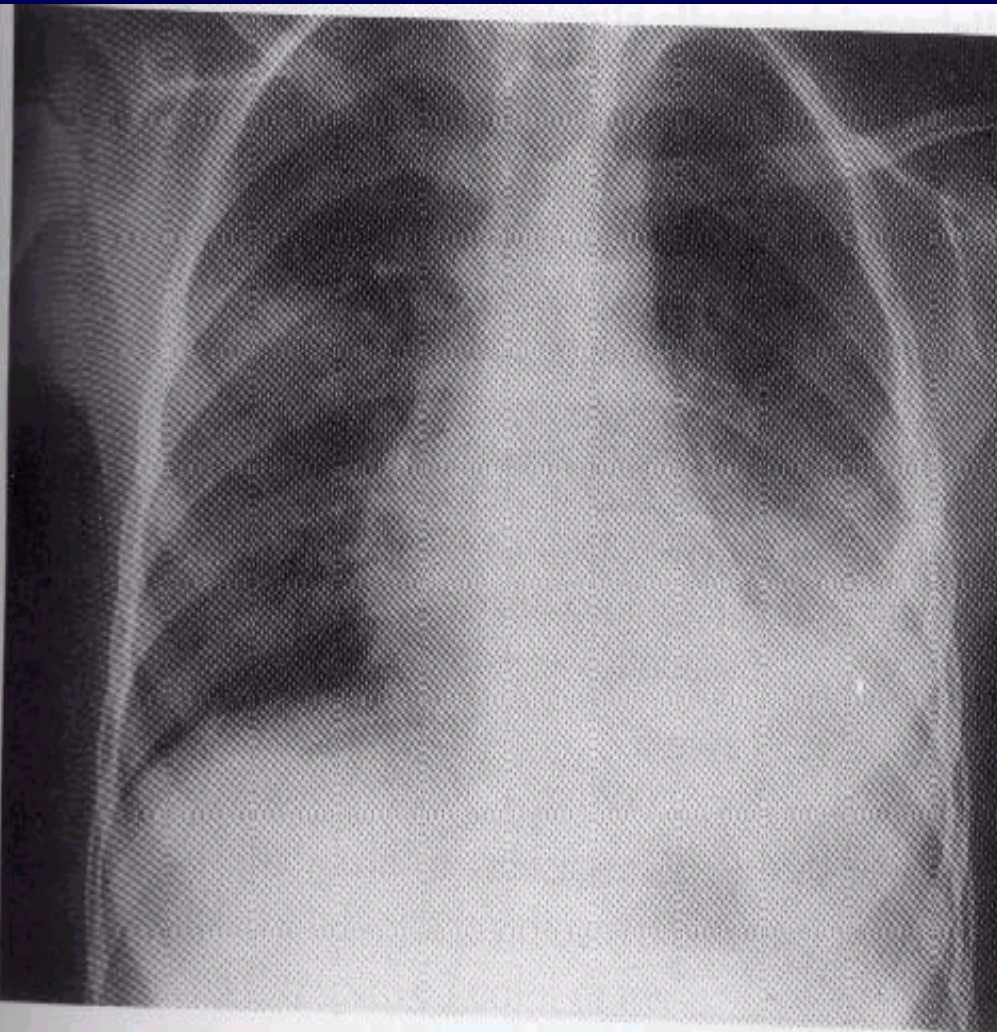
Radiografia del torace in proiezione postero-anteriore: pleurite essudativa sinistra.
